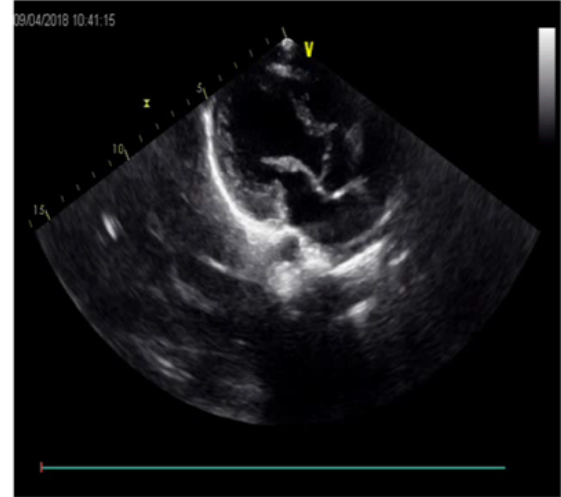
Pompe hastalığında transtorasik ekokardiyografide sağ ve sol ventriküldeki belirgin hipertrofi bulgusu.
